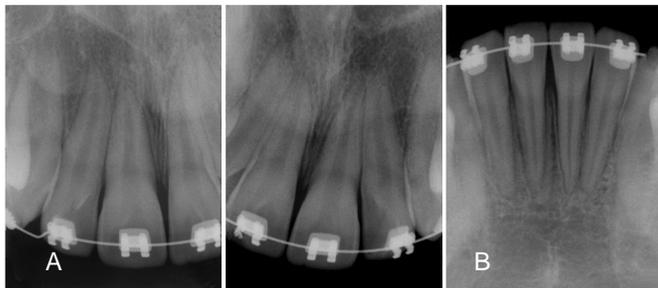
Após oito meses de mecânica ortodôntica foram solicitadas radiografias periapicais de controle onde foi constatado um custo biológico aceitável considerando a mecânica e o tempo de tratamento.
